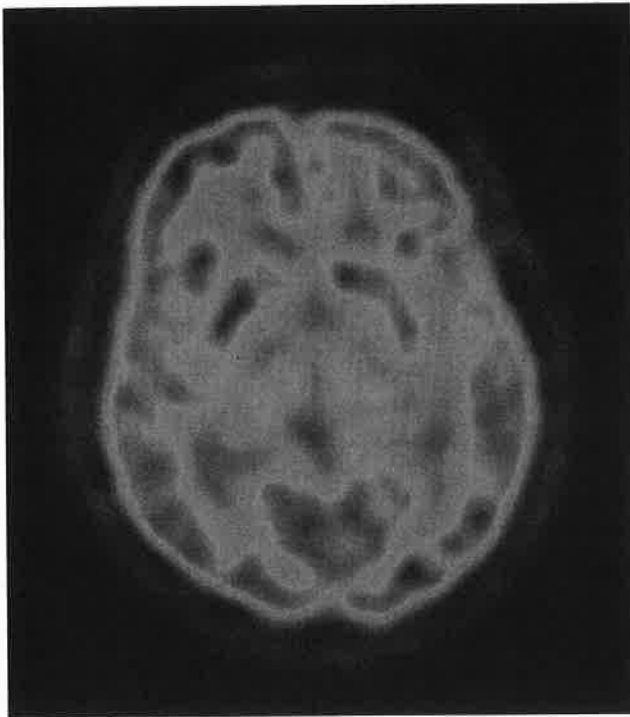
PET scan of the human brain with Alzheimer's Disease (from Wikipedia Commons; the original version is colored.)
